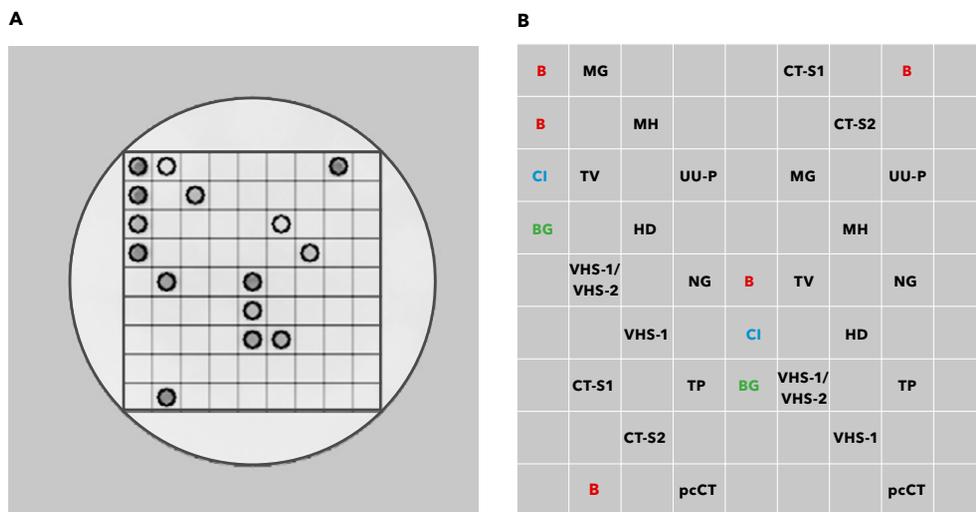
Dot-blot reverso posterior a la amplificación de ADN para tres microorganismos (*M. genitalium*, *M. hominis* y VHS-2) identificados en un mismo paciente. A) Resultado del paciente y controles; B) plantilla para la interpretación de los resultados. MG: *Mycoplasma genitalium*; MH: *Mycoplasma hominis*; TV: *Trichomonas vaginalis*; UU-P: *Ureaplasma (urealyticum/parvum)*; HD: *Haemophilus ducreyi*; VHS-1: virus herpes simplex tipo 1; VHS-2: virus herpes simplex tipo 2; TP: *Treponema pallidum*; NG: *Neisseria gonorrhoeae*; CT-S1 + CT-S2: *Chlamydia trachomatis* (A-K); CT-S2: *Chlamydia trachomatis* (L1-L3); B: control de la hibridación; CI: control de amplificación exógena; BG: control de amplificación endógena.
